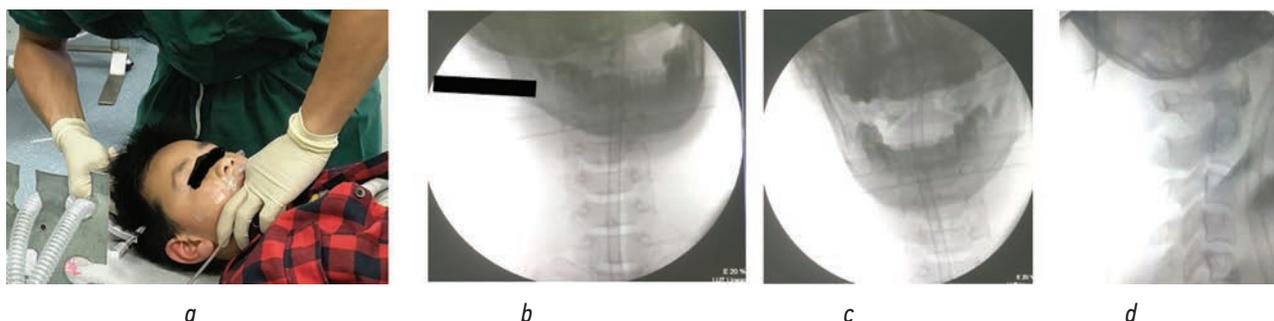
Вправление подвывиха C1 и рентгенологический контроль: *a* — трансфарингеальное вправление подвывиха C1; *b* — рентгенограмма до вправления; *c* — рентгенограмма после вправления; *d* — рентгенограмма после вправления вид сбоку
